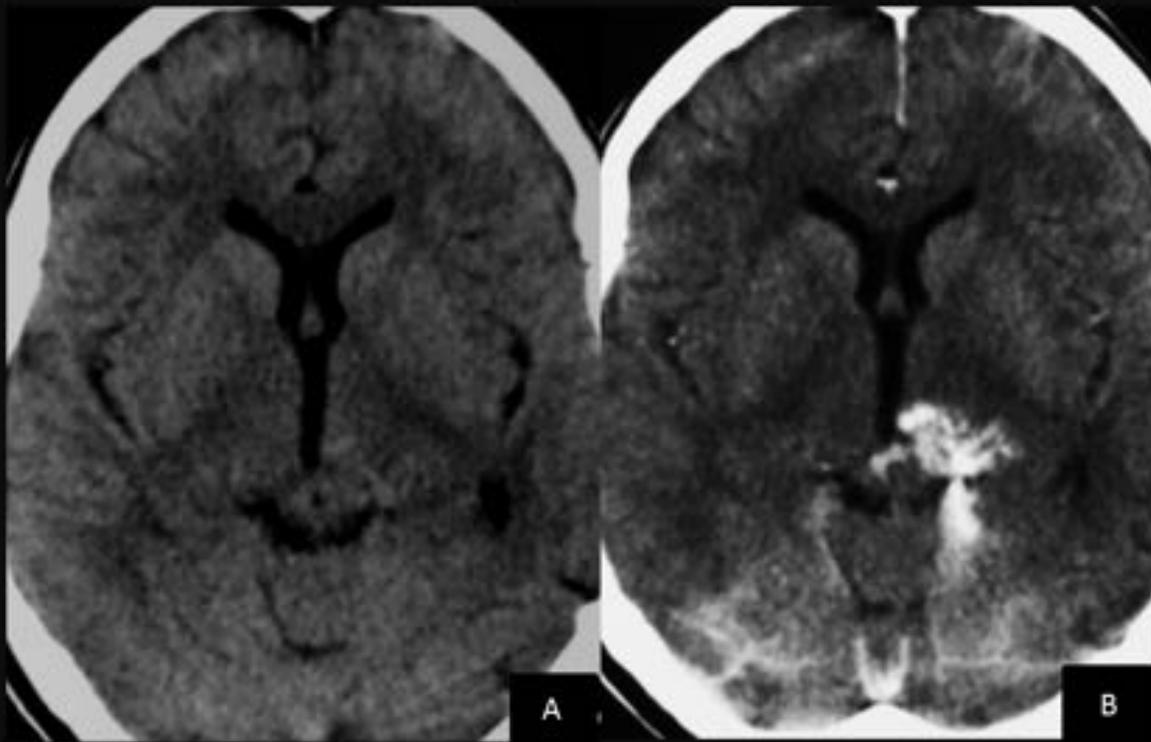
TC Cortes axiales . A. Sin contraste se observan algunas estructuras serpiginosas en localización peritálmica izquierda. B. Con contraste. Realce de estructuras serpiginosas.
